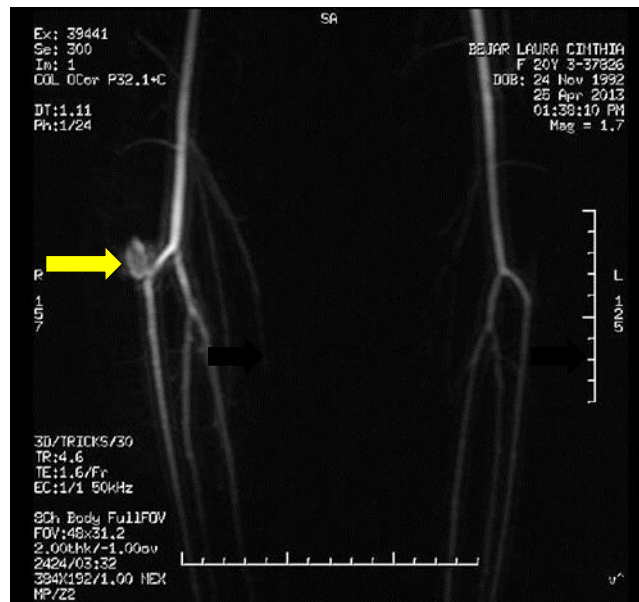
Angio-RMN que muestra ovillo vascular dependiente de arteria tibial anterior
